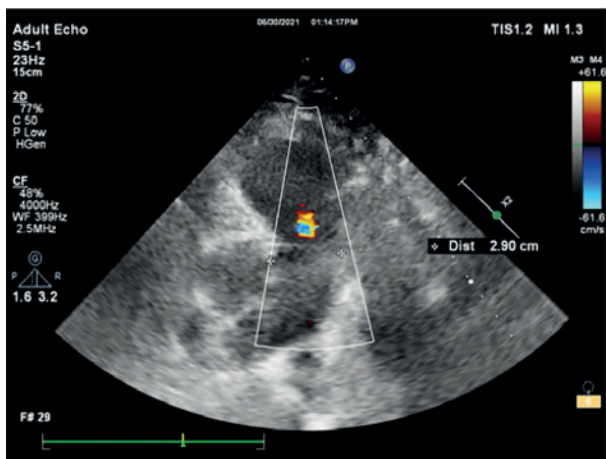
Ecocardiografie. PSAX- TAP: Trunchiul arterei pulmonare dilatat (29 mm)
